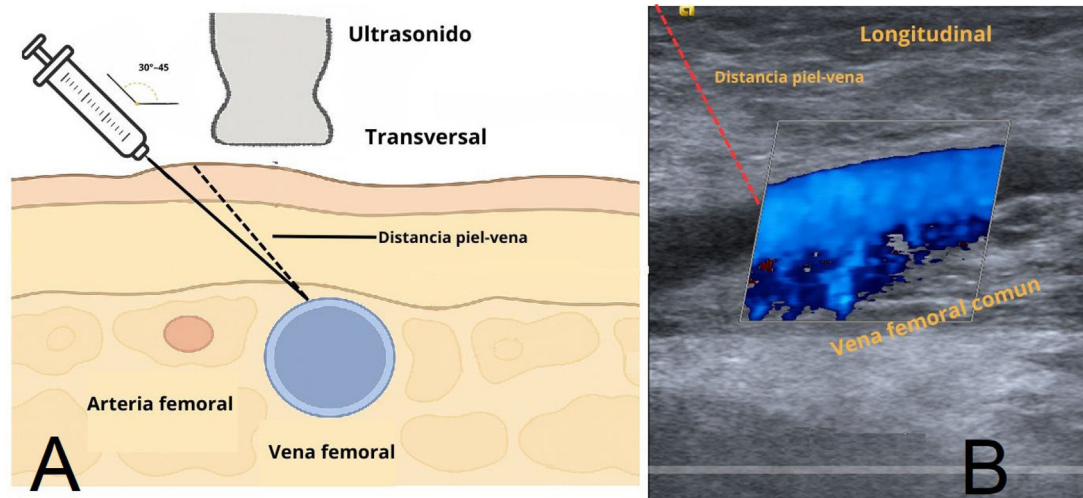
Vista ecográfica de la vena femoral común para planificación de acceso vascular femoral. A) Representación esquemática en corte transversal que muestra la medición de la distancia piel-vena femoral y la orientación de la aguja en ángulo de 30–45 respecto a la piel, evitando la arteria femoral. B) Imagen ecográfica longitudinal con Doppler color de la vena femoral común, en la que se señala la distancia piel-vena útil para planear la creación de un túnel subcutáneo en «U» guiado por ultrasonido.
